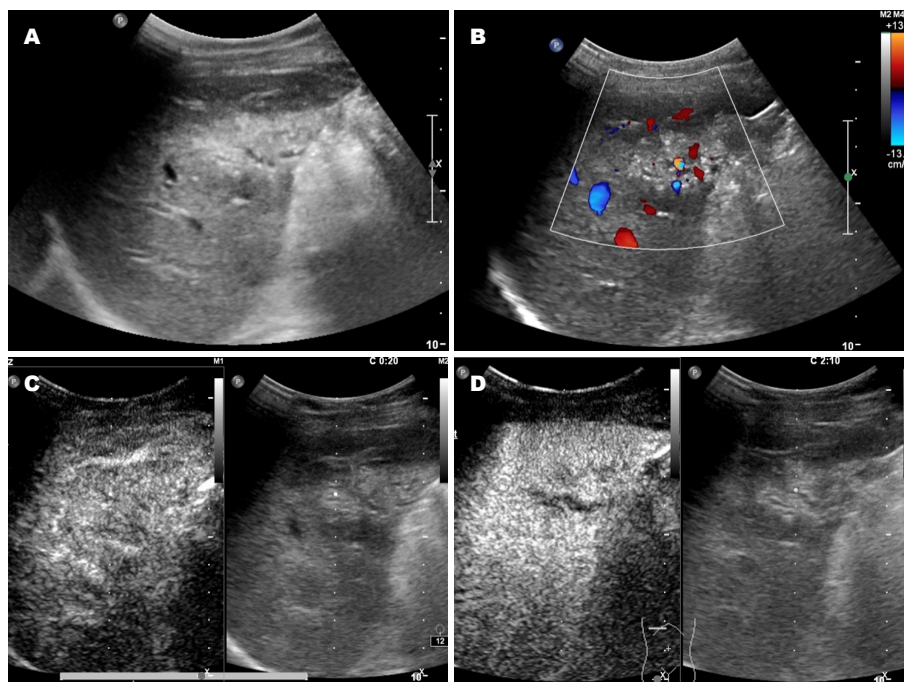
肝内胆管局限性发育异常的声像图表现. A: 灰阶超声显示肝右前叶下段杂乱回声区, 边界不清、形态不规则的稍强回声区内数支条状无回声; B: CDFI显示肝右前叶下段病变区的血流; C: 超声造影动脉期病变呈等增强; D: 超声造影病变区内条状无回声未见强化.
